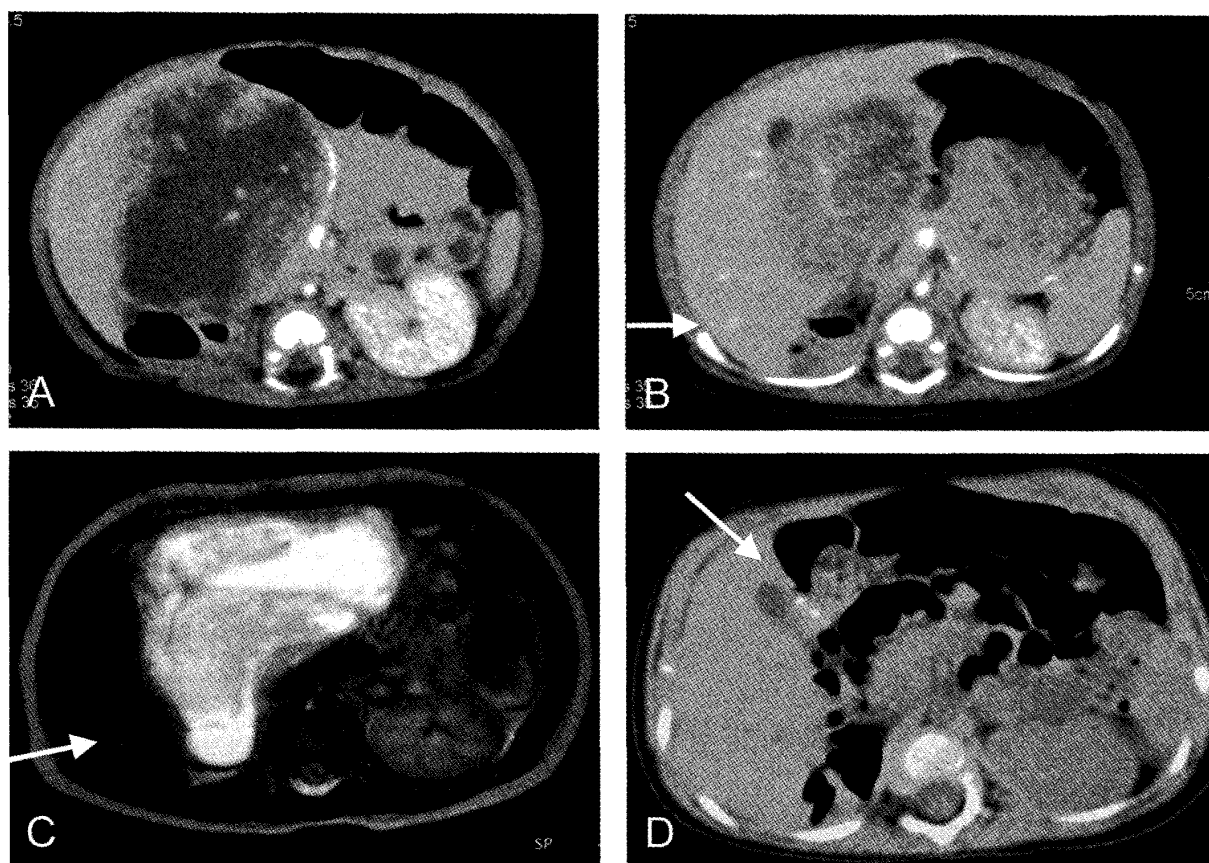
A, B. 再発時造影 CT : A. 肝下面に門脈を圧排する内部不均一な腫瘍あり, B. 肝 S6 に転移性腫瘍 (矢印) を認めた.
